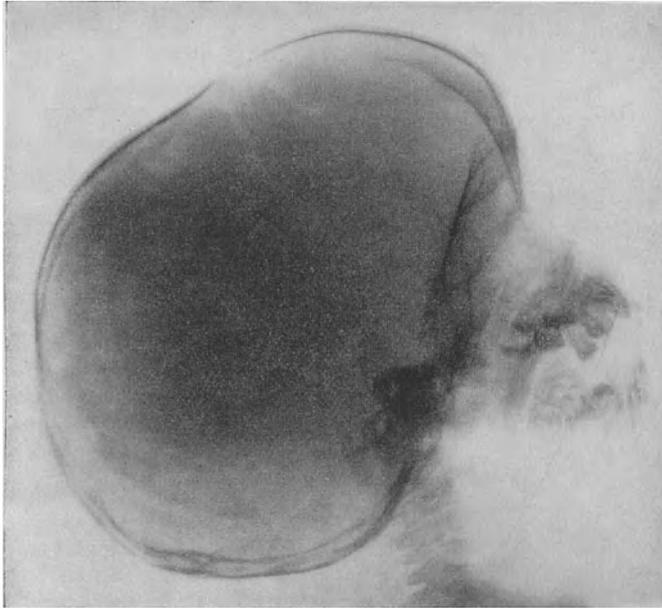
Schädelröntgen bei atypischer Chondrodystrophie.
